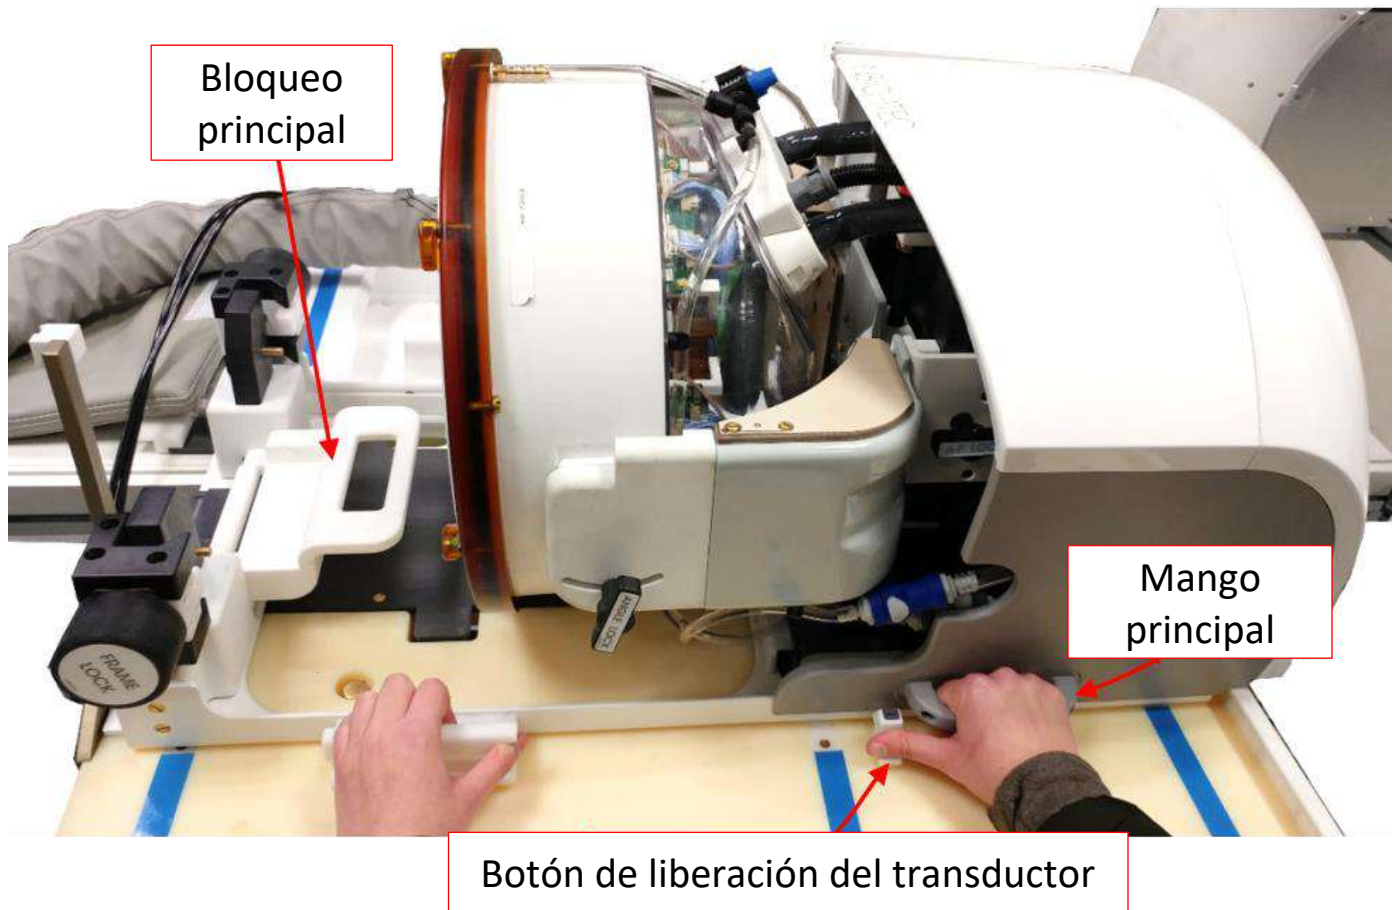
Transferencia del EC a la camilla de RM
